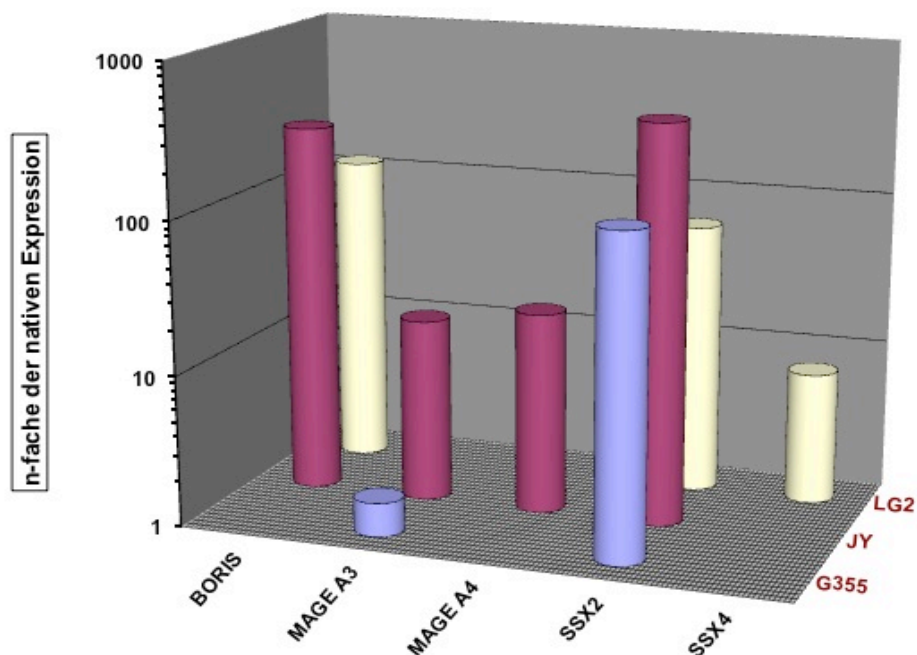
CTA-Expression der LCLs nach der alleinigen Behandlung mit Aza.
